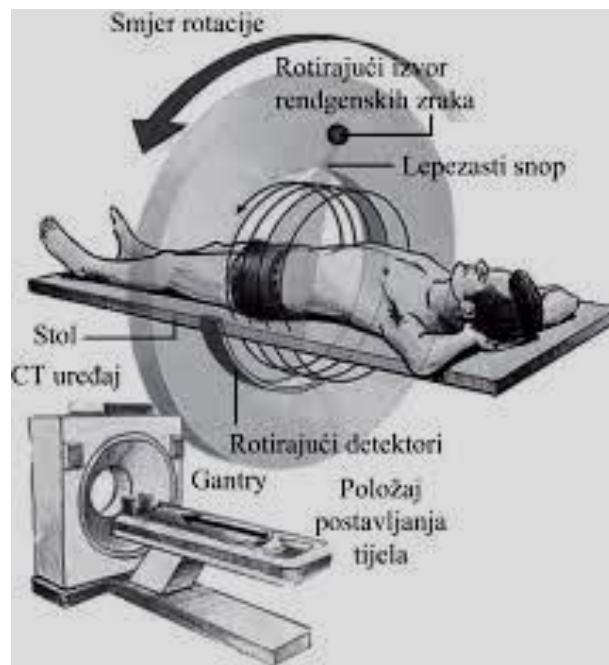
Shematski prikaz CT skenera
